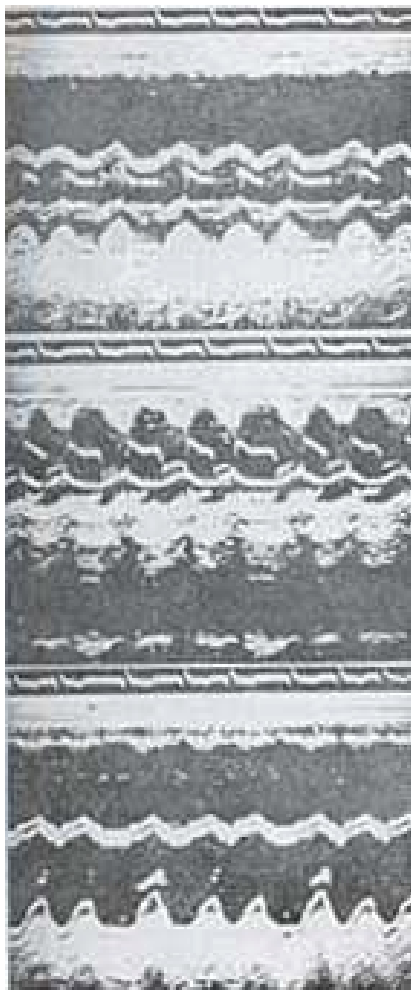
Ecocardiograma pós-operatório da caso 8. (Vide texto)
